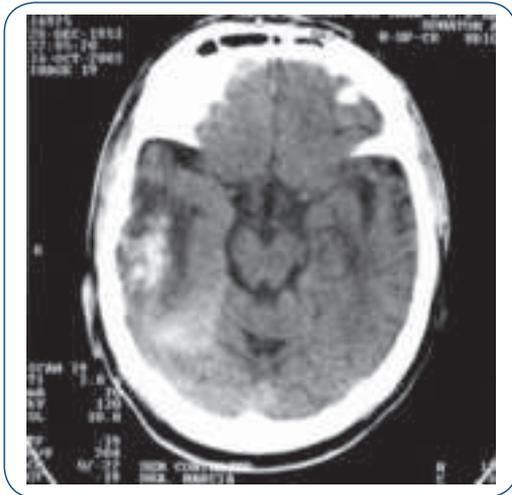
Contusão temporoparietal D – CT crânio.
